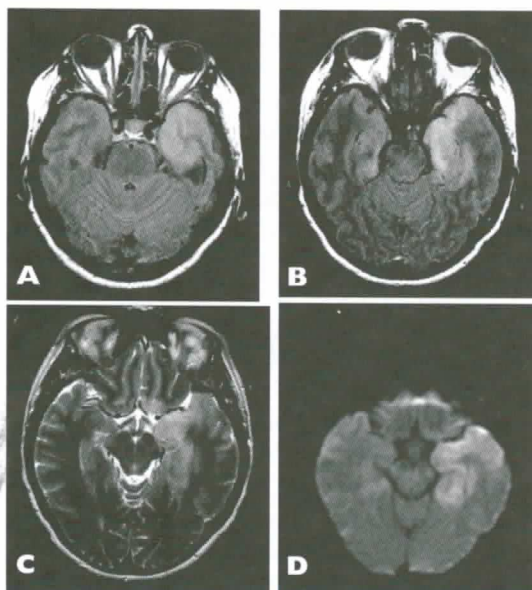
RM de cerebro con gadolinio. Imágenes hiperintensas a nivel córtico-subcortical en secuencias FLAIR (A y B) y T2 (C), con restricción de la difusión a dicho nivel (D).
